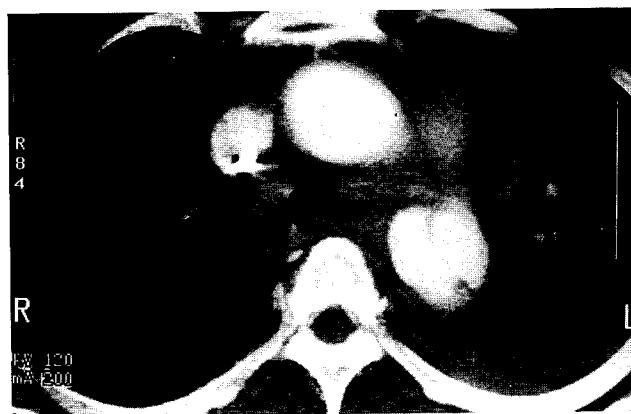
Contrast computed tomographic scan shows the dissection from the distal aortic arch to mid-thoracic aorta (patient 1).
